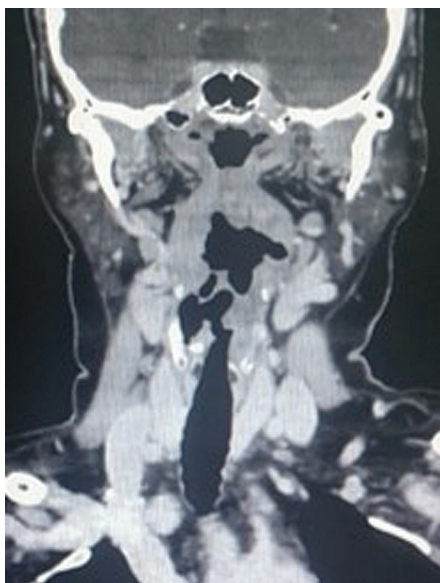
Компьютерная томография пациентки Н., 63 года. Левая черпалонадгортанная складка резко увеличена в объеме за счет наличия в ее структуре дополнительного образования. Определяется резкое уменьшение объема левого грушевидного синуса. Приблизительные размеры опухоли: 17×16×15 мм.
